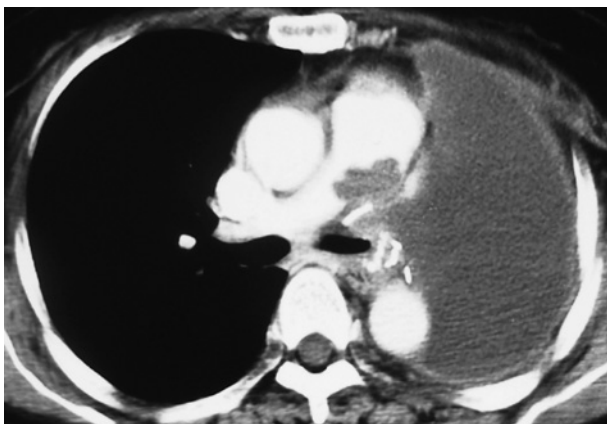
A computed tomography image demonstrating a recurrent intimal sarcoma in the surgical margin of the left main pulmonary artery.
